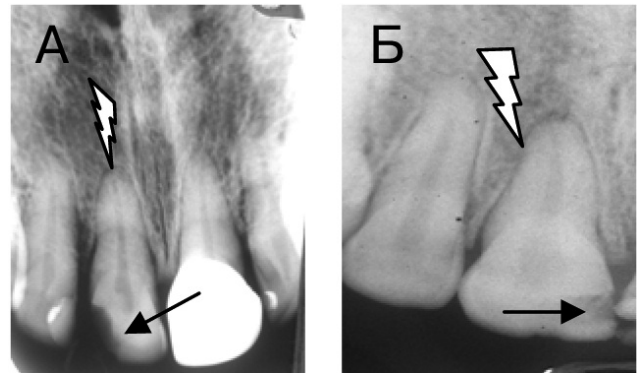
А. Внутрішньоротова контактна рентгенограма 11. Є біль при надкушуванні. Первинний глибокий пришийковий карієс без розтину порожнини зуба на контактній поверхні (темна стрілка).
